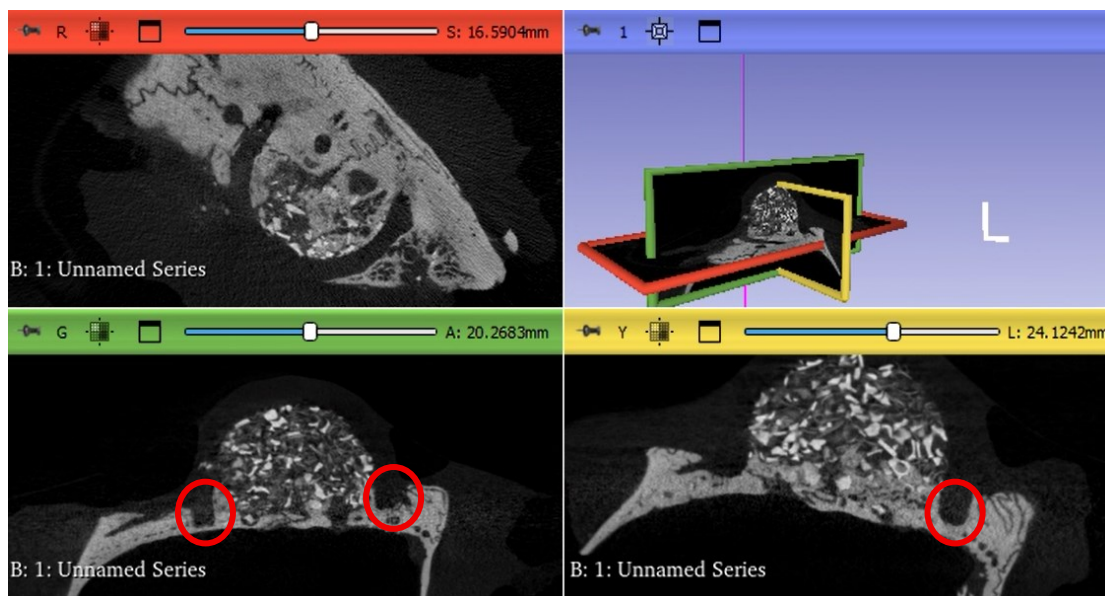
μ CT murina con evidenziate le regioni di contatto scaffold-tessuto osseo
